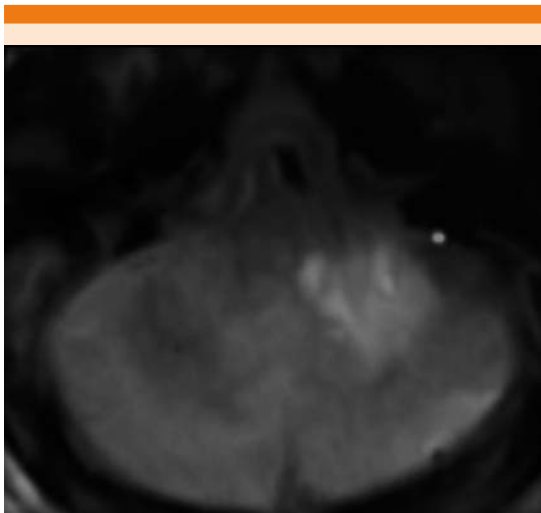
Hemorragia en cerebelo (resonancia magnética).
